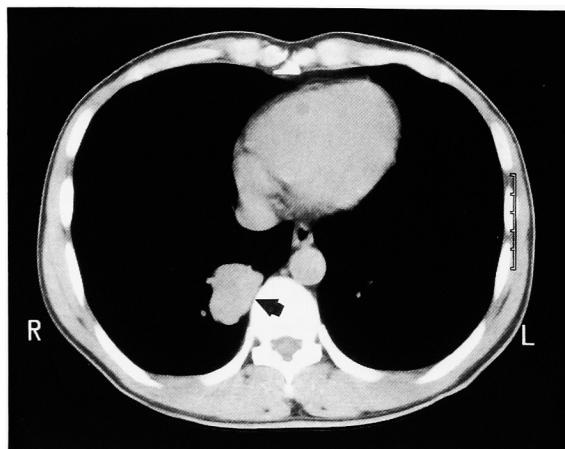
Chest CT reveals metastasis of the right lung.
